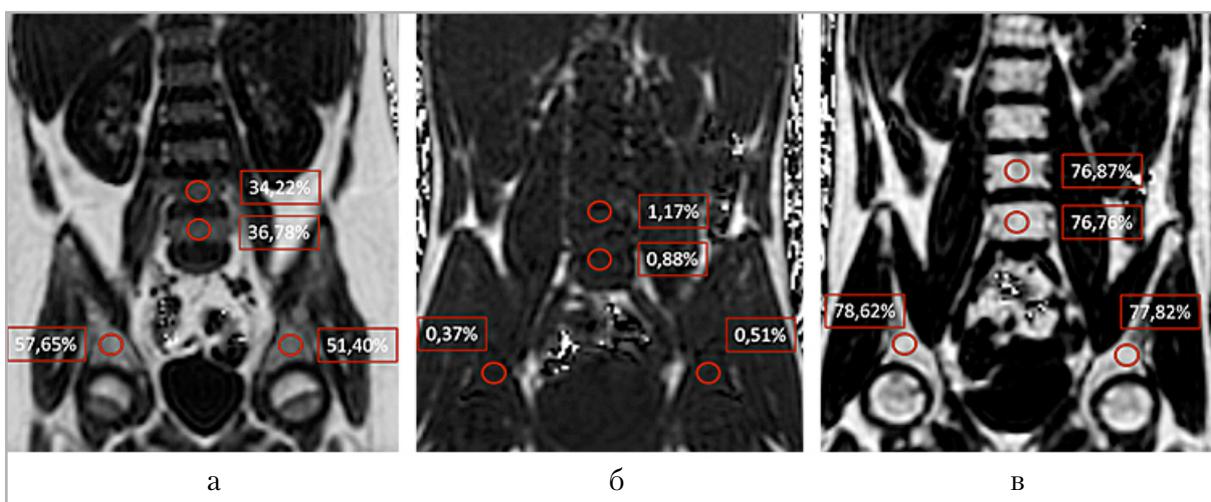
Магнитно-резонансные томограммы карт фракции жира костей таза и поясничных позвонков с указанием зон измерения и средним значением в этой области: *а* — здоровый доброволец; *б* — пациент с диагнозом острый лимфобластный лейкоз до начала специфической терапии; *в* — тот же пациент после проведения первого блока химиотерапии
